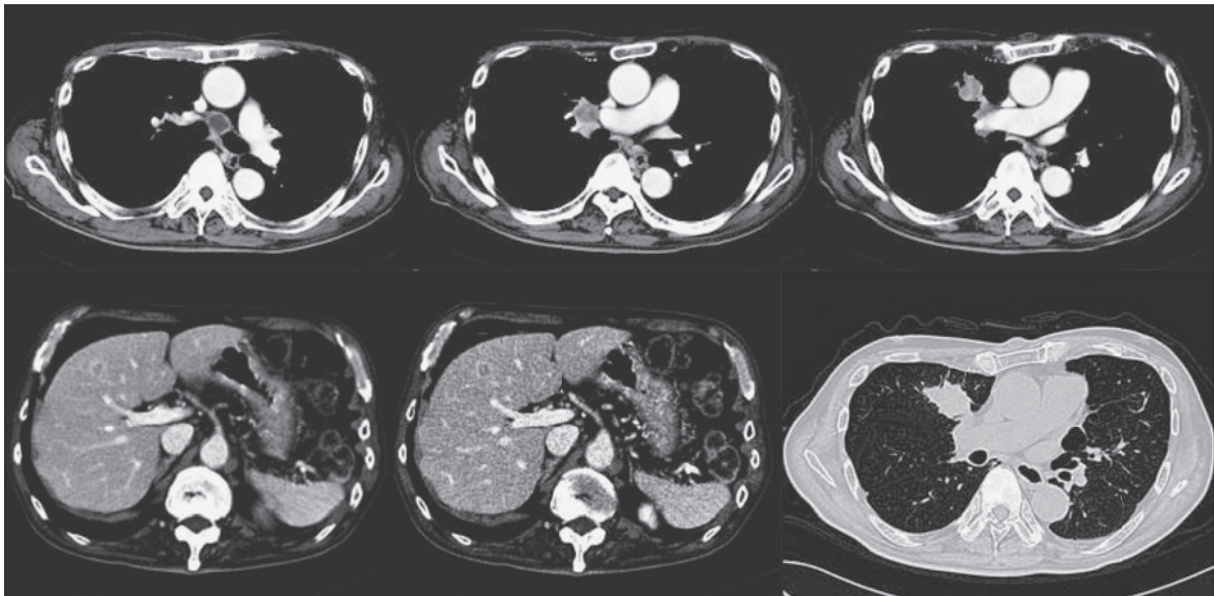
Computed tomography (CT) on the initial visit shows a mass in the right S³ of the lung and swelling of lymph nodes #4R and #10R. An enhanced nodule is shown in S8 of the liver.
